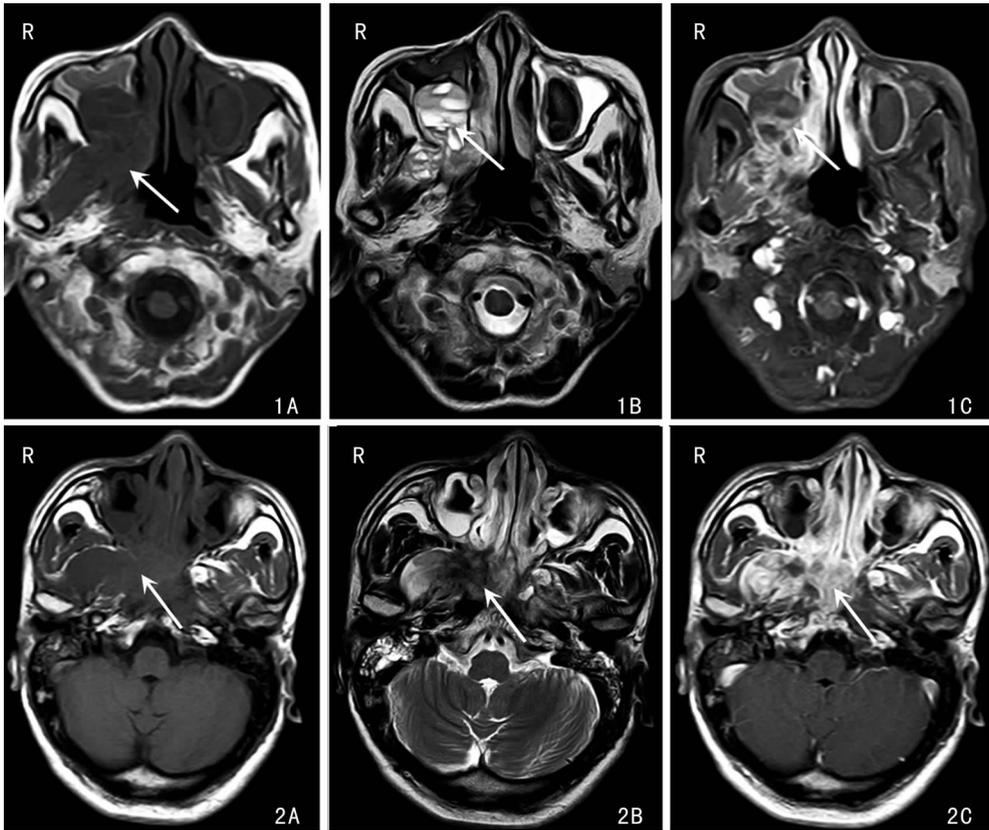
病例2术前MRI 右侧鼻咽旁-翼腭窝-上颌窦见软组织肿块,最大层面约46 mm×32 mm,上下径约40 mm,累及翼内、外肌,相邻蝶骨体、部分大翼、翼突、上颌窦后壁见骨质破坏,增强扫描见不均匀强化 图2 病例5术前MRI 鼻咽顶部、右侧后鼻孔及咽旁见软组织肿块,病变范围约58 mm×28 mm,边界不清,增强扫描明显不均匀强化,右侧翼突、翼内/外肌受累。双侧蝶窦、筛窦及上颌窦黏膜增厚
